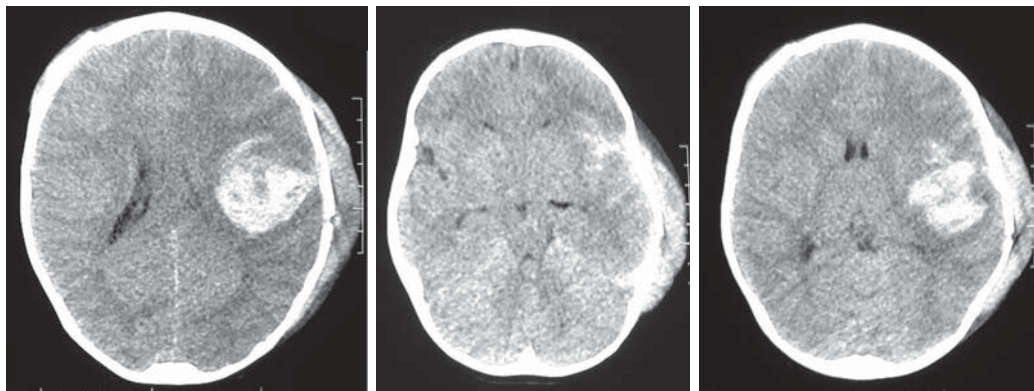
TC craneal del paciente.
